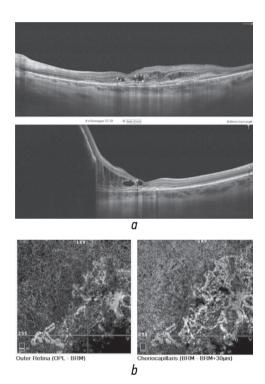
Оптическая когерентная томография-ангиография: a — структурная, визуализируется отслойка сетчатки; b — ангиография, сосудистая сеть
